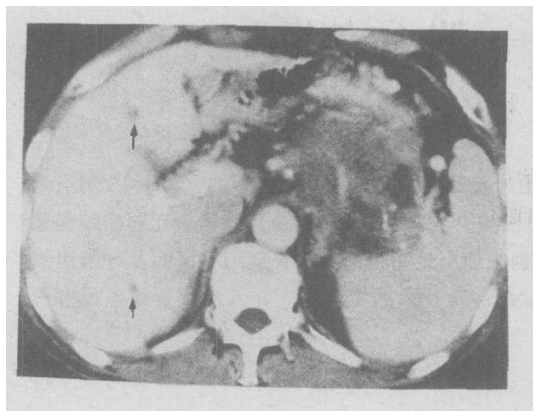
胰腺癌肝转移病例,男,65 岁。CT-AP 上可见 S4 段和 S7 段各有一数 mm 大小的病灶(↑),在同一层面的 MRI 上仅显示 S4 段的病灶。另可见包绕脾静脉的胰腺肿瘤。
